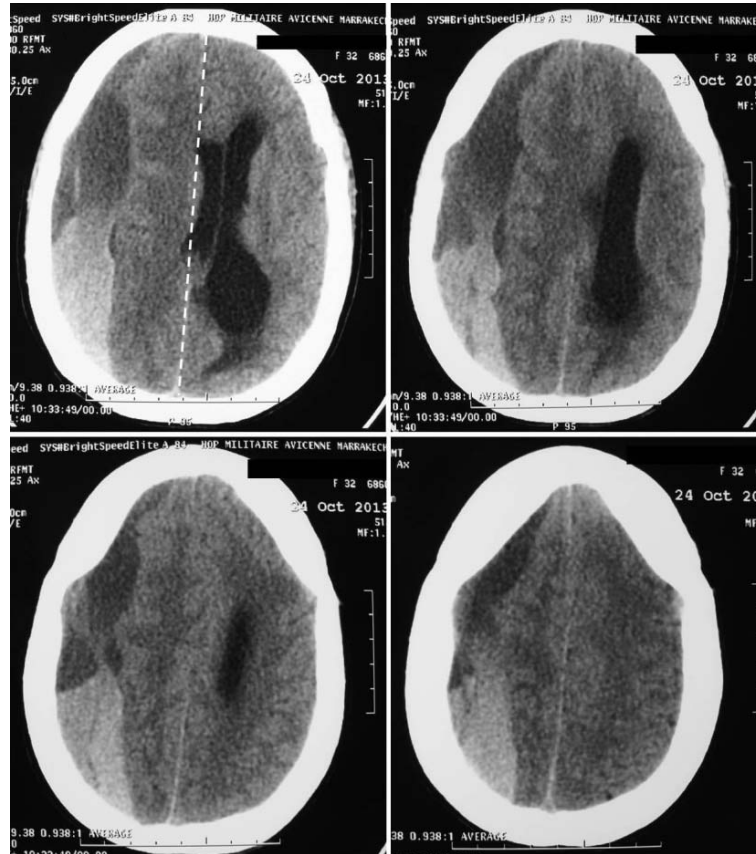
TDM cérébrale en coupe axiale en fenêtre parenchymateuse sans injection de produit de contraste. Présence d'un HSDC droit avec ressaignement récent (subaigu) au niveau temporo-fronto-pariétal avec effet de masse sur la ligne médiane (ligne en pointillés) et sur le ventricule latéral droit. Le tout responsable d'un engagement sous falcoriel à droite et d'une dilatation du ventricule latéral controlatéral.
